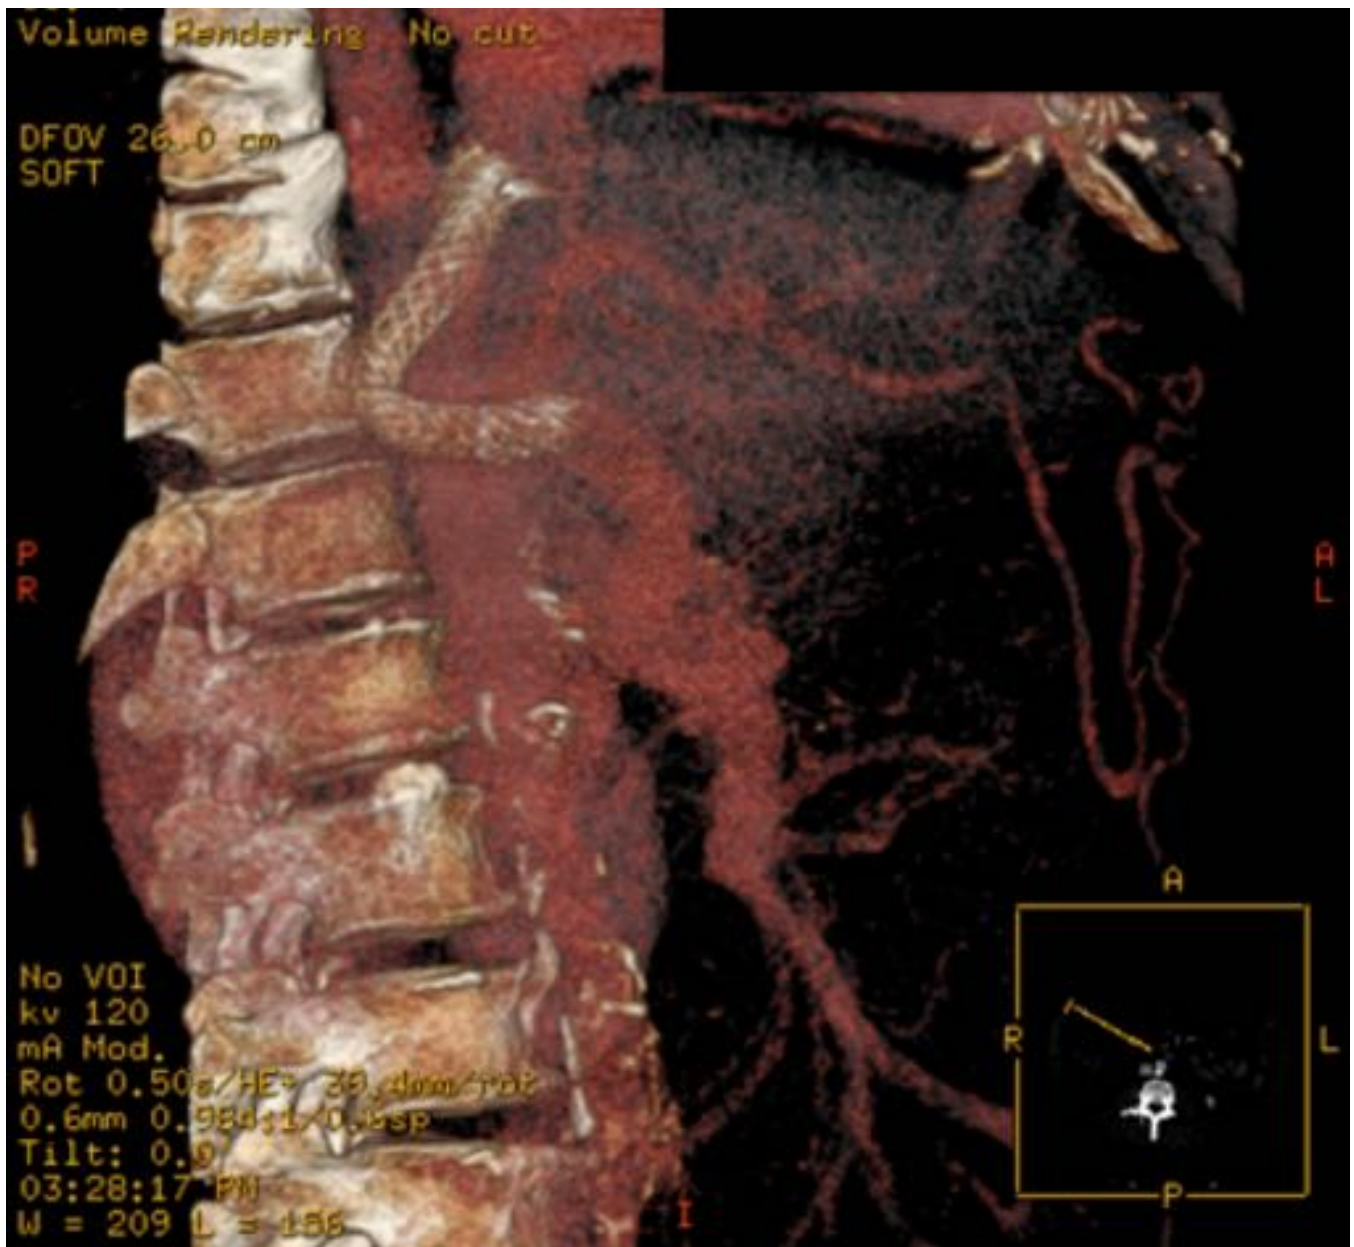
Paciente 2. Varón de 69 años con cirrosis hepática y ascitis refractaria. TC de abdomen con contraste en fase portal corte coronal que muestra TIPS que se dirige de la vena hepática derecha a la vena porta indivisa.
